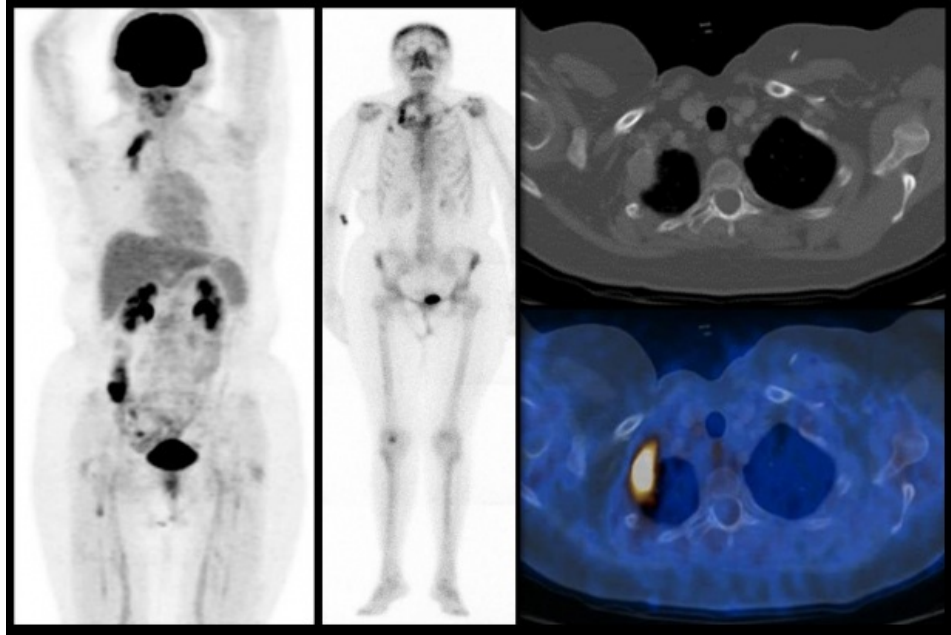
Paciente de 62 años con historia de cáncer de mama de 20 años de evolución. Derecha, PET-CT con FDG; centro, gammagrama óseo; derecha, cortes transvrsales del CT (arriba) y fusión PET-CT (abajo). Se observa una lesión lítica en el segundo arco costal derecho con intenso incremento en el metabolismo, que muestra además intenso incremento en la actividad osteoneogénica.
